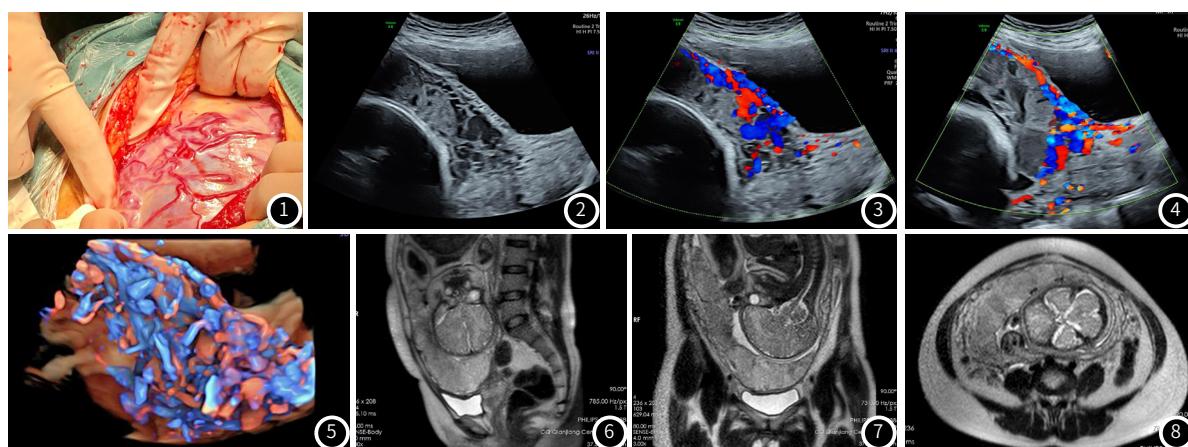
术中见子宫表面存在大量粗大、迂曲、紊乱的怒张血管。图2 产前的二维灰阶超声，提示该患者为凶险型前置胎盘(完全型)，子宫前壁下段及宫颈周围“透明带”消失、异常胎盘陷窝、子宫肌层变薄。图3 产前的彩色多普勒超声，提示该患者的胎盘与子宫下段、宫颈内口均可见异常丰富的彩色血流信号。图4 产前三维超声发现该患者的胎盘内呈现高度的血管化。图5 子宫下段胎盘植入，部分胎盘组织穿透下段前壁及部分右侧壁，膀胱壁局部受累。图6 子宫下段胎盘植入，部分胎盘组织穿透下段前壁及部分右侧壁，膀胱壁局部受累。图7 子宫下段胎盘植入，部分胎盘组织穿透下段前壁及部分右侧壁，膀胱壁局部受累。图8 矢状位T₂WI序列显示子宫下段膨隆伴局部胎盘增厚及部分子宫肌层与胎盘交界面消失。
